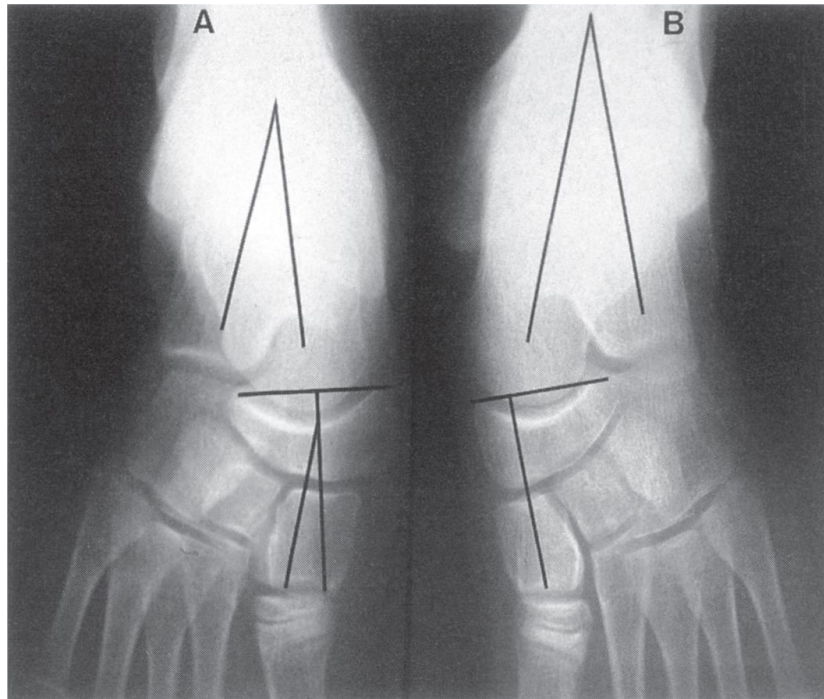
Radiografías anteroposteriores de los pies en un masculino de 13 años con pie equino varo derecho tratado desde el nacimiento con cinco yesos y una tenotomía percutánea del Tendón de Aquiles. Su resultado funcional es 98. En el pie equino varo (A) el escafoides está desplazado medialmente en relación a la cabeza del astrágalo, y se aproxima al maléolo medial; la cabeza del astrágalo tiene forma de domo. El ángulo escafoides-primer a cuña mide -14 grados en el pie equino varo y 0 grados en el pie normal (B). El ángulo astrágalo calcáneo mide 20 grados en el pie equino varo y 23 grados en el pie normal.
